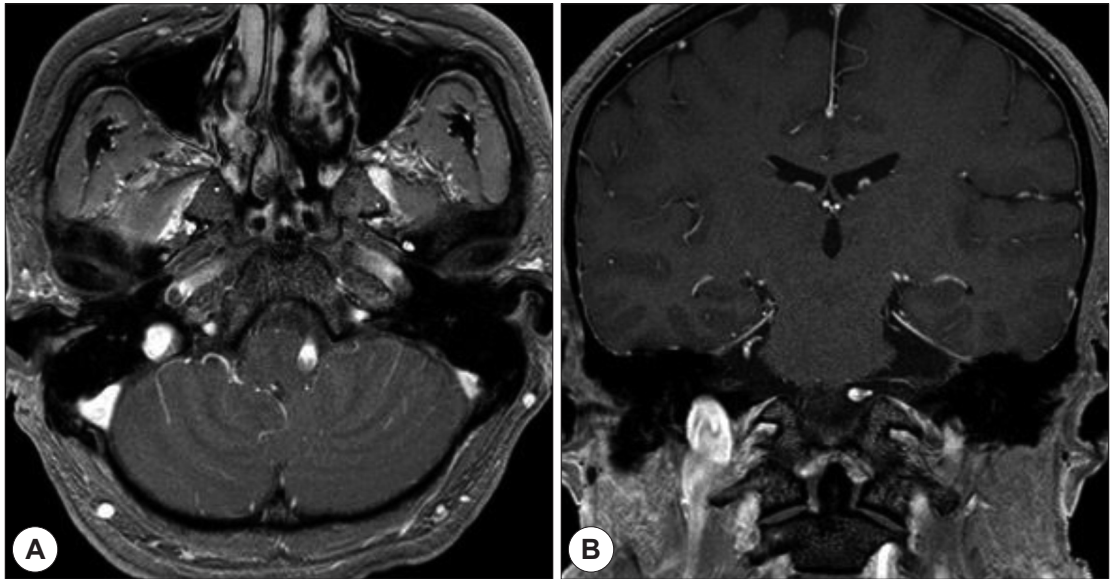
Postoperative contrast enhanced MRI scan. T1-weighted MRI subtle enhancing soft tissue lesion at right external auditory canal area.
